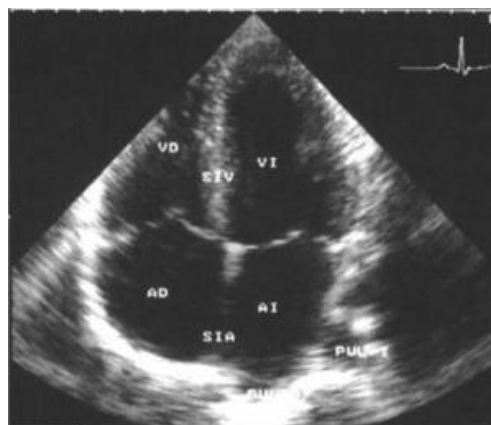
Ecocardiografia mostrant les 4 cavitats i les parets que les separen: aurícula esquerra (AI), aurícula dreta (AD), ventricle esquerre (VI), ventricle dret (VD), septe interventricular (SIV) i septe interauricular (SIA)
